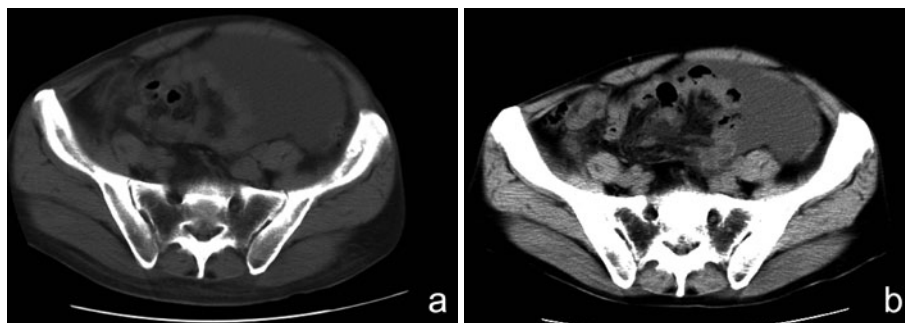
Pelvic CT (a) indicates a diagnosis of malignant peritonitis (before erlotinib treatment), (b) obtained 2 weeks after (the initiation of) erlotinib treatment.
